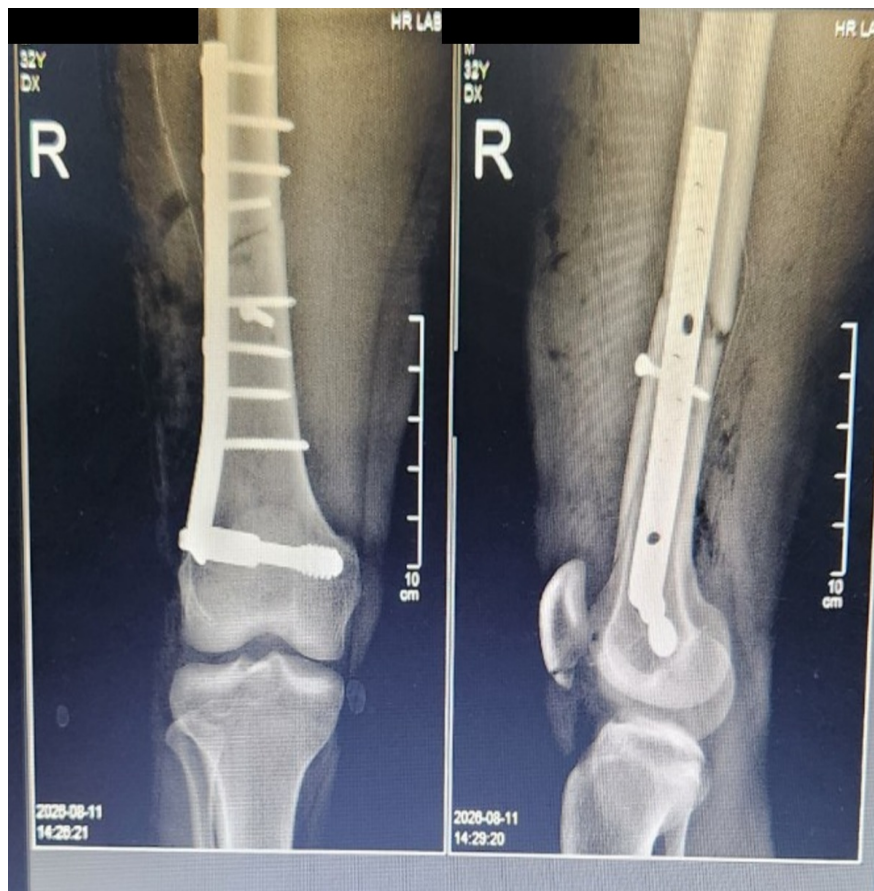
Radiographie postopératoire immédiate anonymisée, face et profil. La plaque DCS et sa vis condylienne sont en place; l'axe et la longueur sont restaurés de manière satisfaisante sur ce contrôle. Les zones nominatives ont été masquées sans retouche des structures radiologiques.
